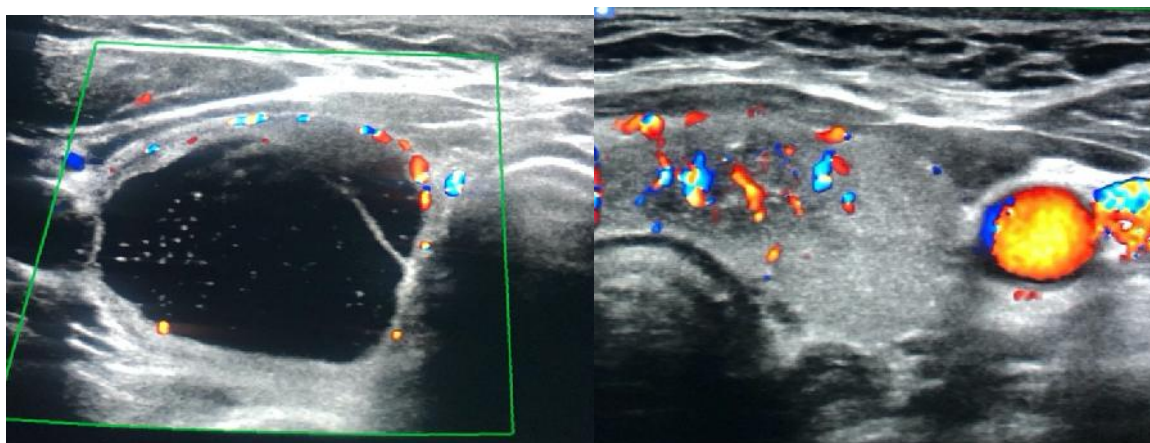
A) Nódulo tiroideo TIRADS ACR 3, donde con el uso del Doppler color, se aprecia vascularidad periférica. B) Nódulo tiroideo TIRADS 5 ACR, donde se aprecia con el uso del Doppler color vascularidad aumentada, periférica y central.
